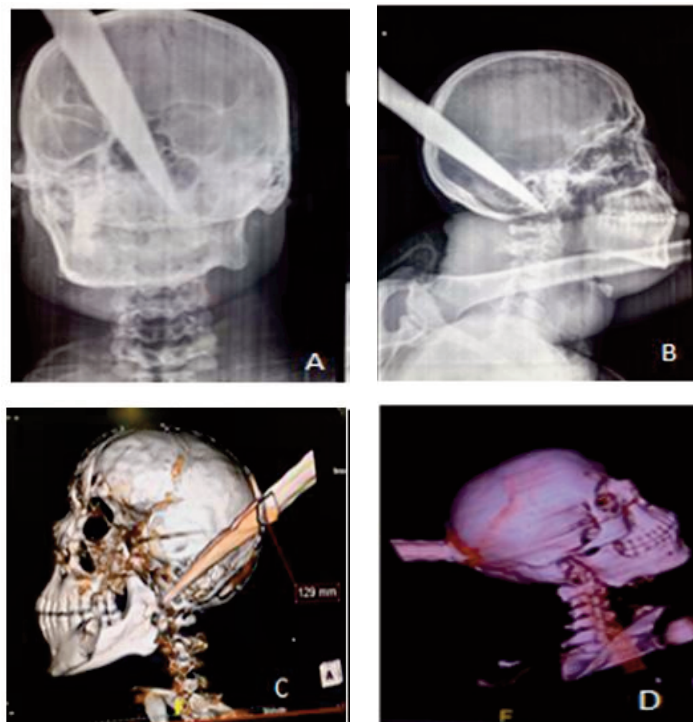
(A) et (B) : Radiographie du crâne de face et de profil montrant l'agent vulnérant croisant la ligne médiane et atteignant la base du crâne. (C) et (D) Tomodensitométrie cérébrale, reconstruction 3D objectivant la pointe de la lame sur l'apophyse odontoïde de C2.
